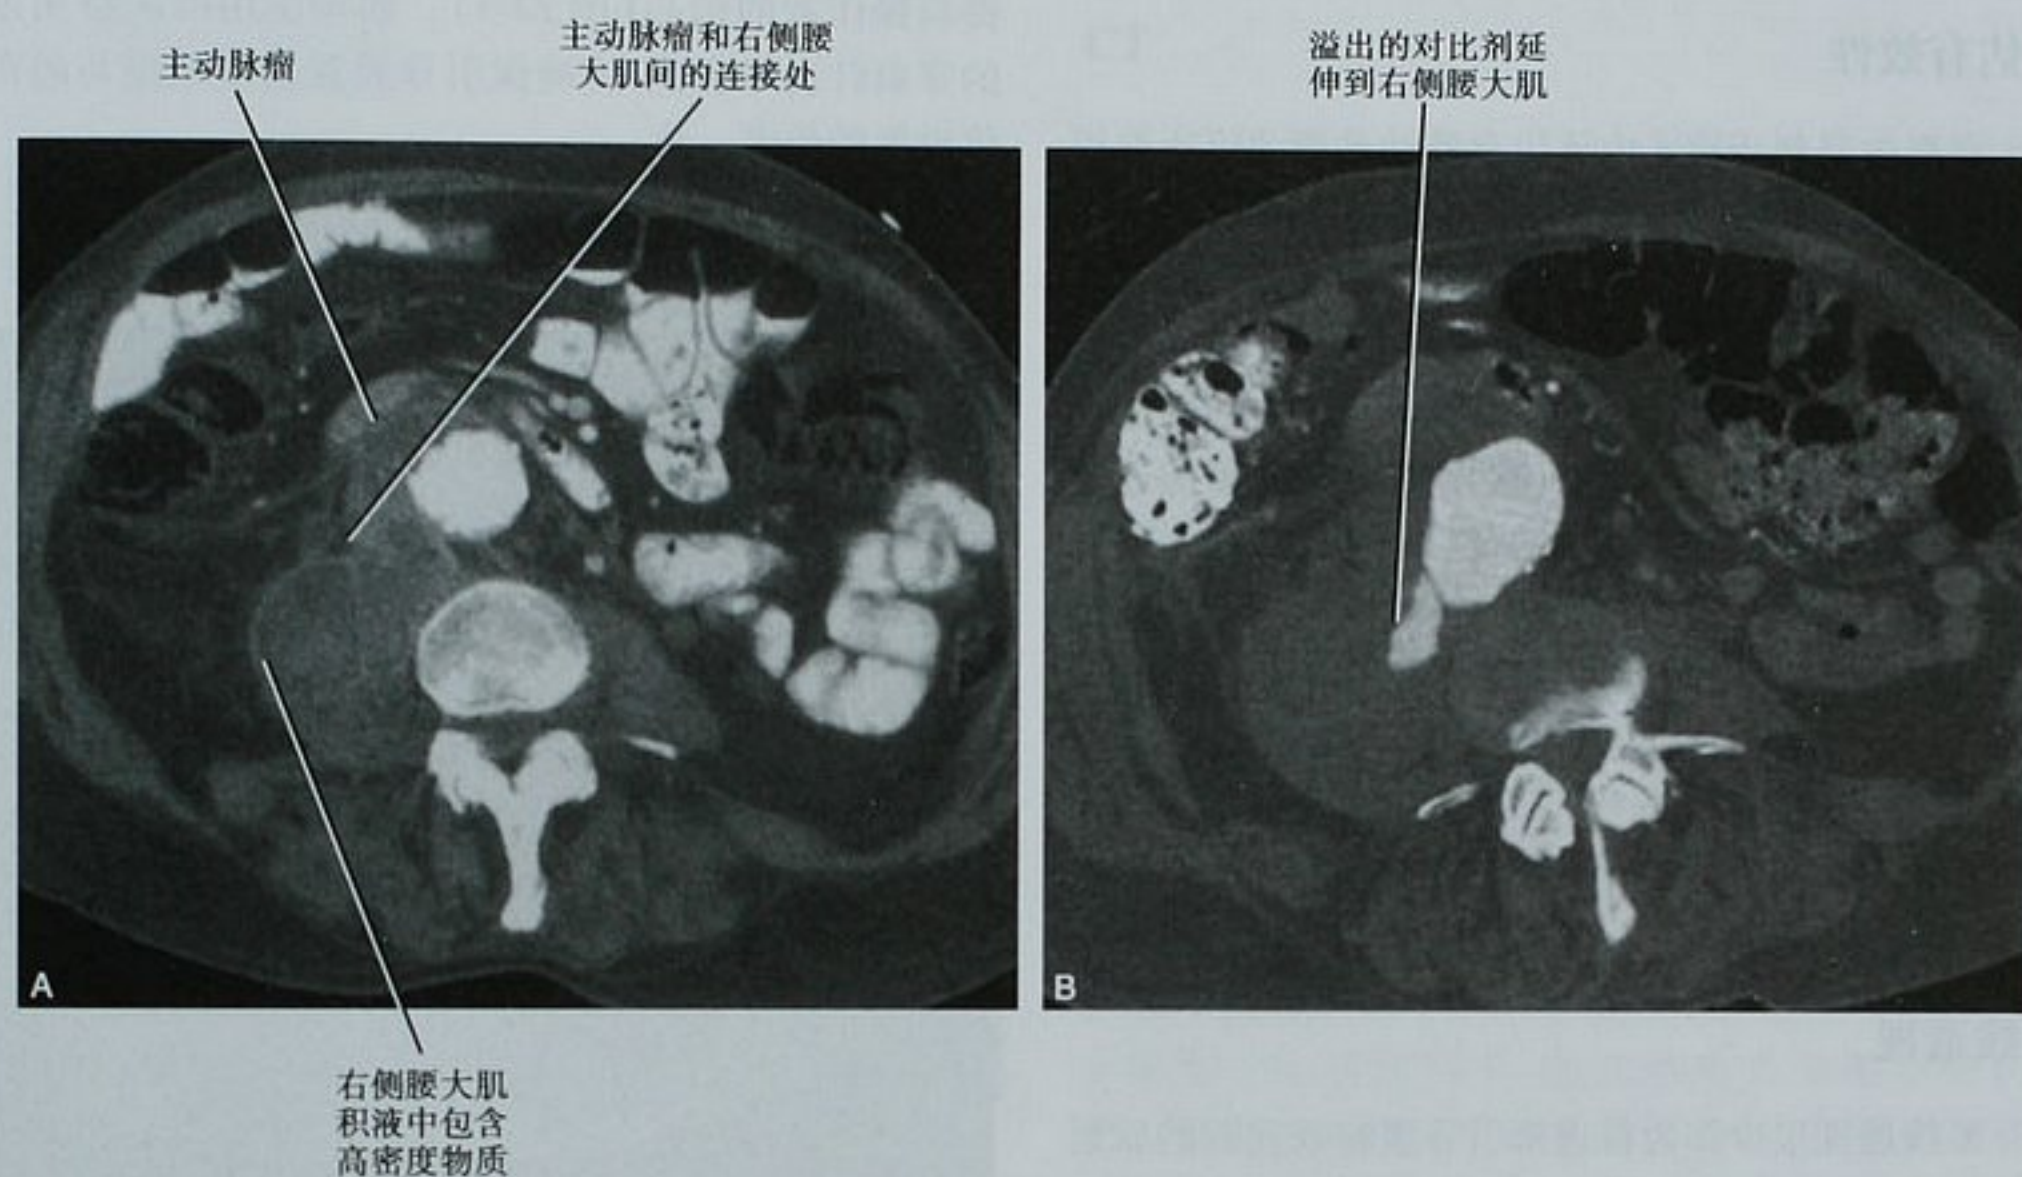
背痛伴血白细胞计数轻度升高患者,经中腹部增强 CT 扫描横断面图像(A)和初次检查后 24 小时的复查图像(B)。初次检查后外科医师坚持要对右侧腰大肌的可疑脓肿进行经皮穿刺引流(A)。被放射科医师拒绝,理由为考虑是破裂的主动脉瘤。复查(B)证实了放射科医师的怀疑,患者立即接受了外科手术治疗
